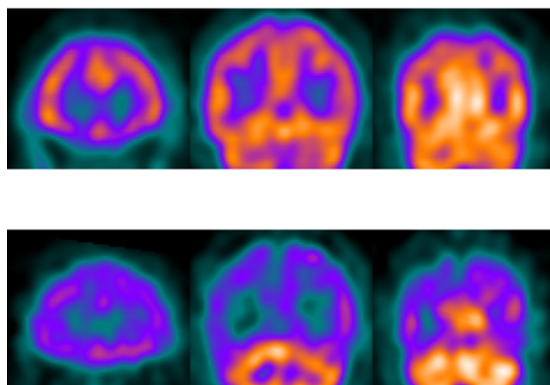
Patrones de perfusión cerebral regional con SPECT en sujeto sano (primera fila) y paciente AD (segunda fila).
